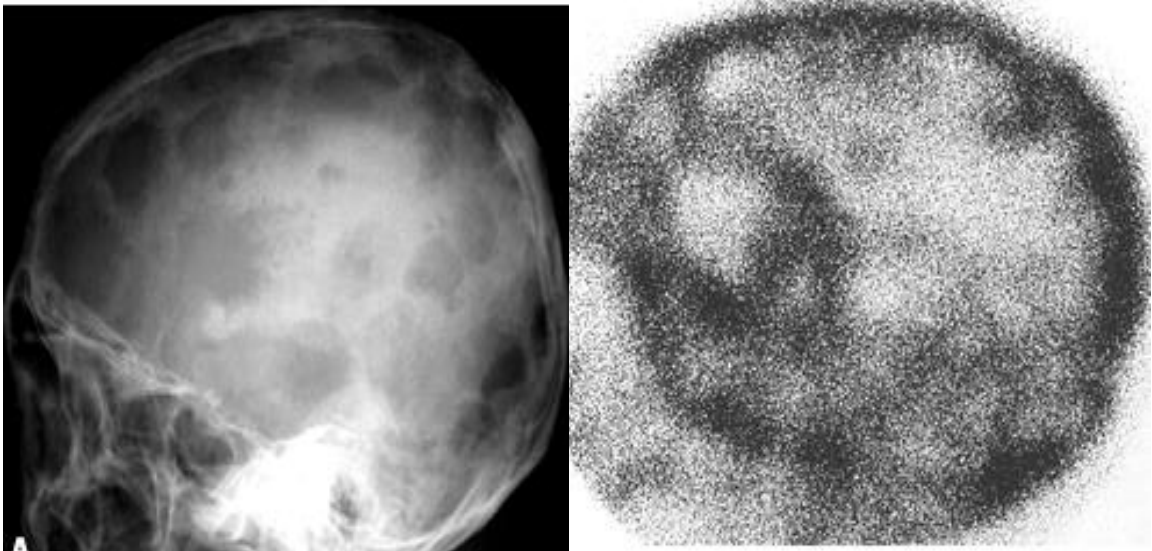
Рентгенограма в бічній проекції й ОСГ. Множинне метастатичне ураження кісток склепіння черепа при раку стравоходу – класичний і типовий розподіл РФП (^{99m}Tc) в уражених кістках (за Bank Y.-W.).
